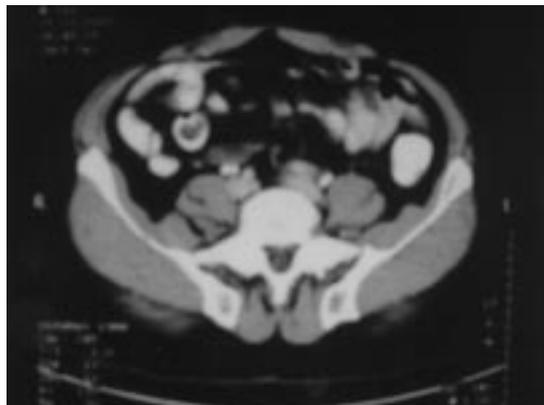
Tomografía computada: tumor exofítico de intestino delgado.
